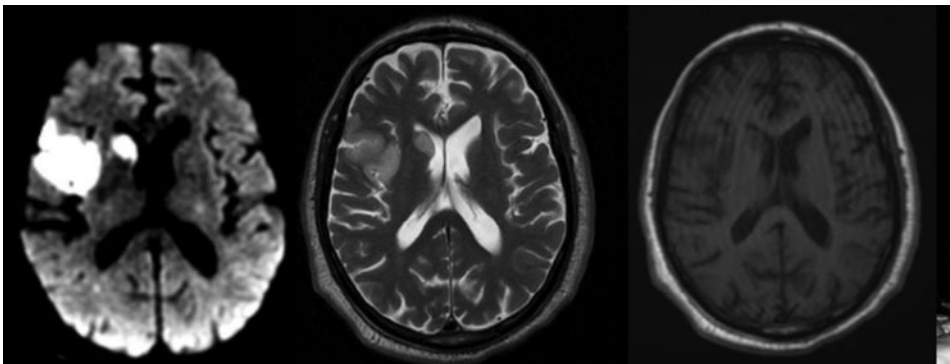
RM de encéfalo; cortes axiales. Imagen en territorio de la ACM derecha hiperintensa en secuencia difusión y T2, e hipointensa en secuencia T1.
